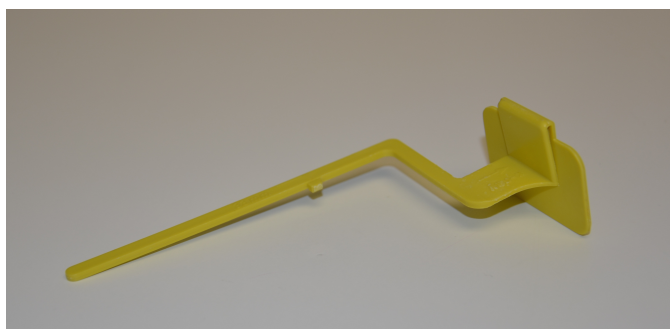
Exemplo de paralelizador para realização de radiografia *bitewing*
